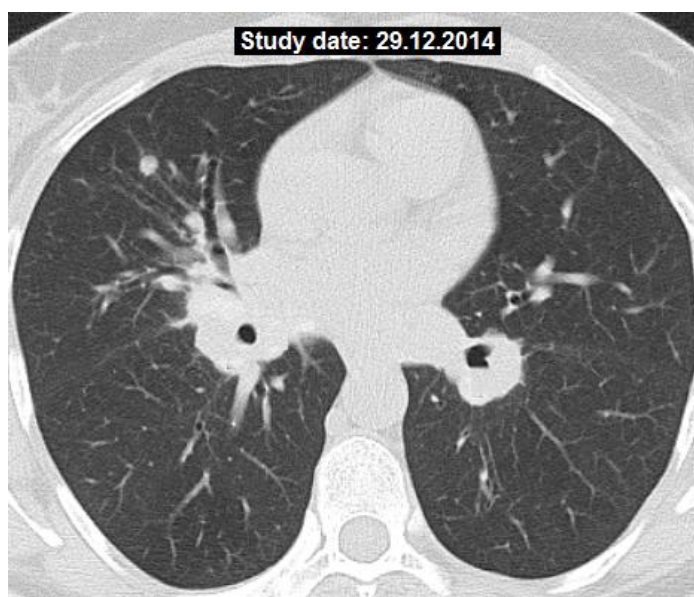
КТ хворої Ф., саркоїдоз органів дихання II стадії: двобічне збільшення бронхопульмональних лімфатичних вузлів, нерясна дрібновузликова дисемінація з периваскулярним розподілом, великі вузлики у правій легені вздовж бронхів і судин.
